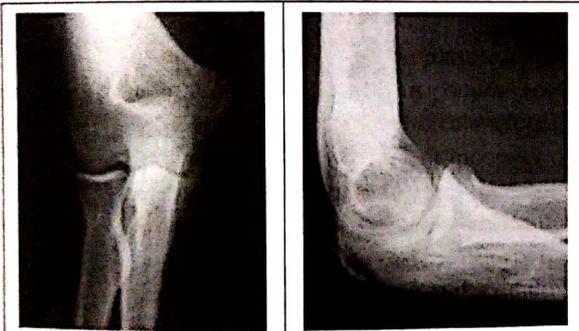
Radiographies du coude droit de face et de profil : Absence d'anomalie osseuse
